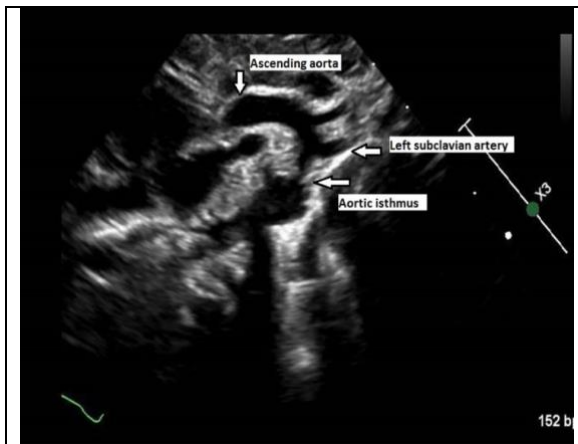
Ecocardiograma transtorácico 2-D vista supraesternal. (6)
